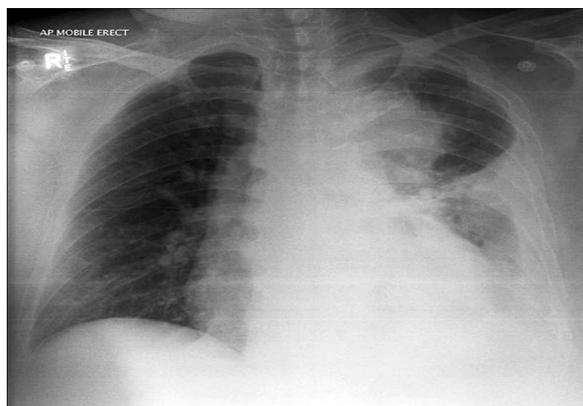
Рентгенологическое исследование легких.
